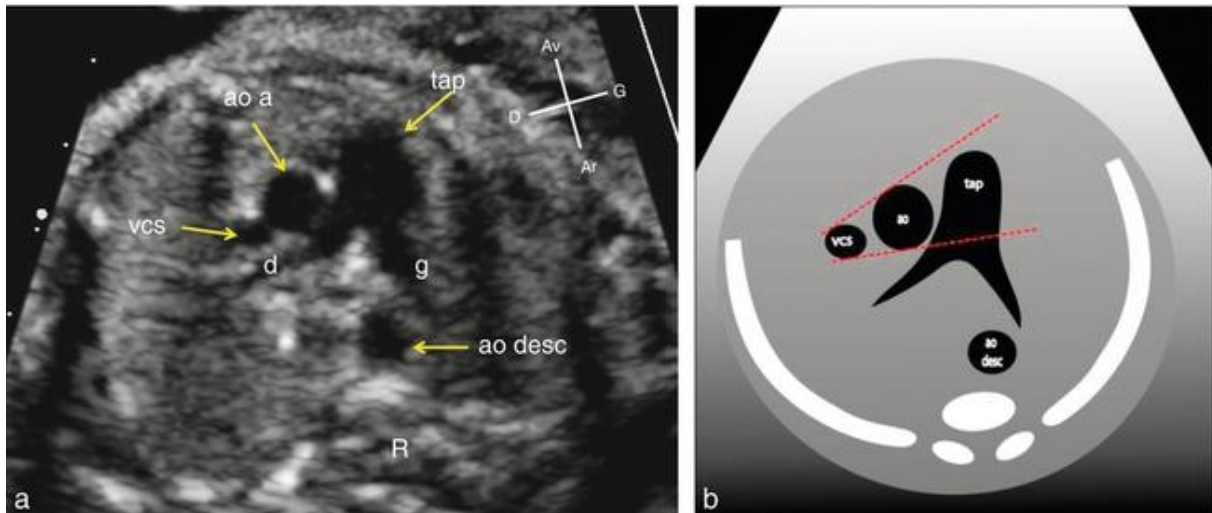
Coupe échographique de l'incidence des trois vaisseaux (a) et diaphragmatique correspondant (b).
